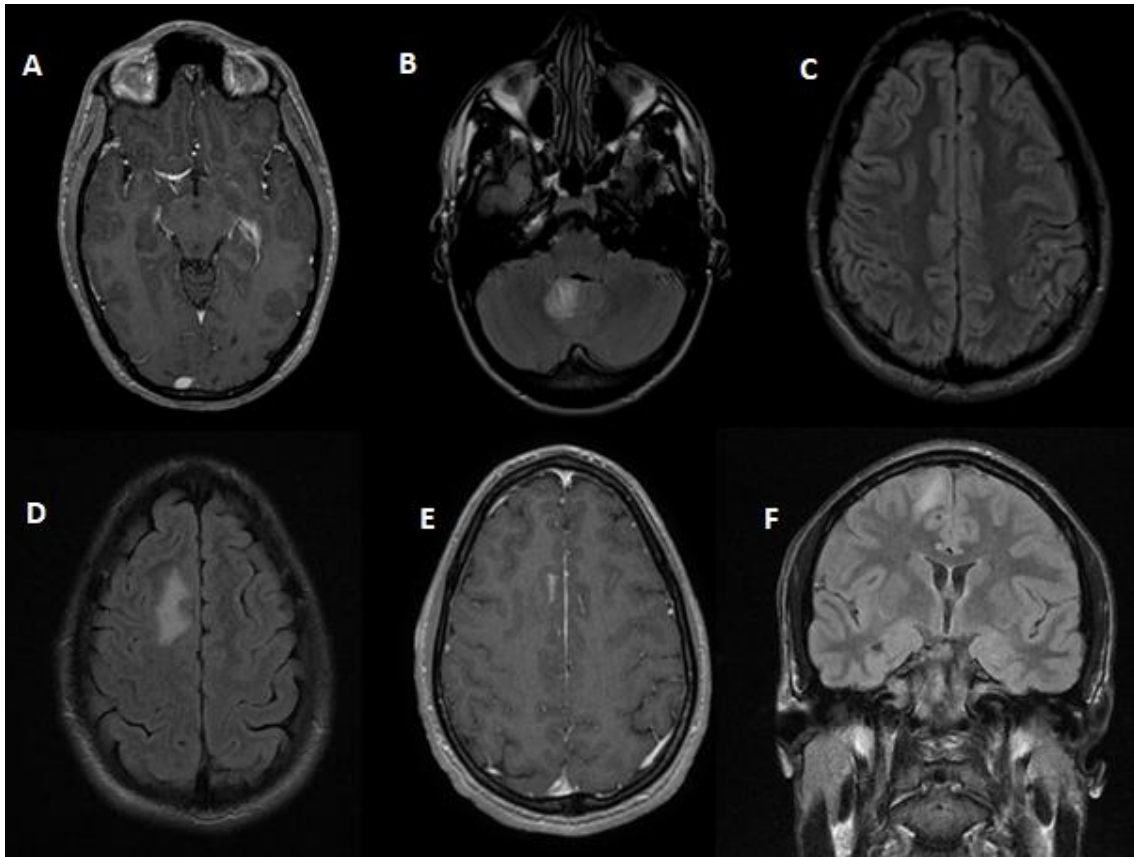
IRM cérébrale de septembre et décembre 2010.
